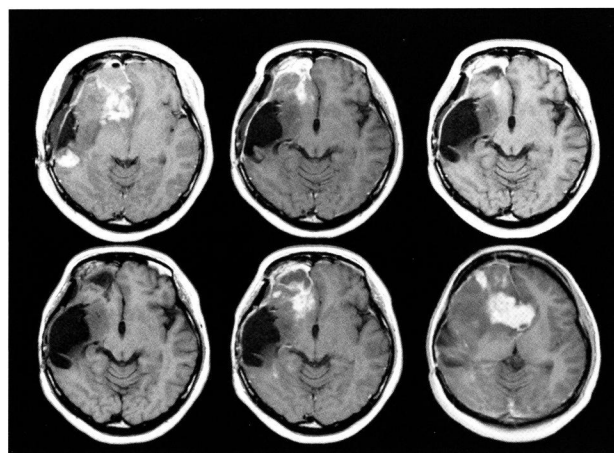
症例2（29歳、女性）のGd-MRI
